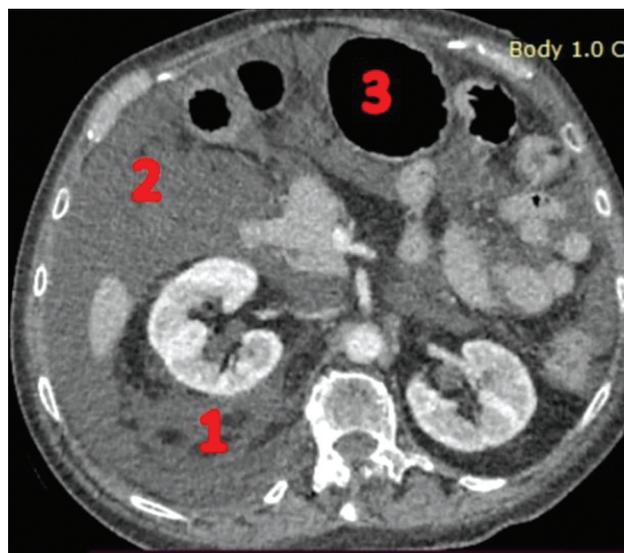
Компьютерная томограмма органов брюшной полости после операции: 1 – отек забрюшинной паранефральной клетчатки справа, 2 – свободная жидкость в брюшной полости, 3 – желудок, раздутый газом
